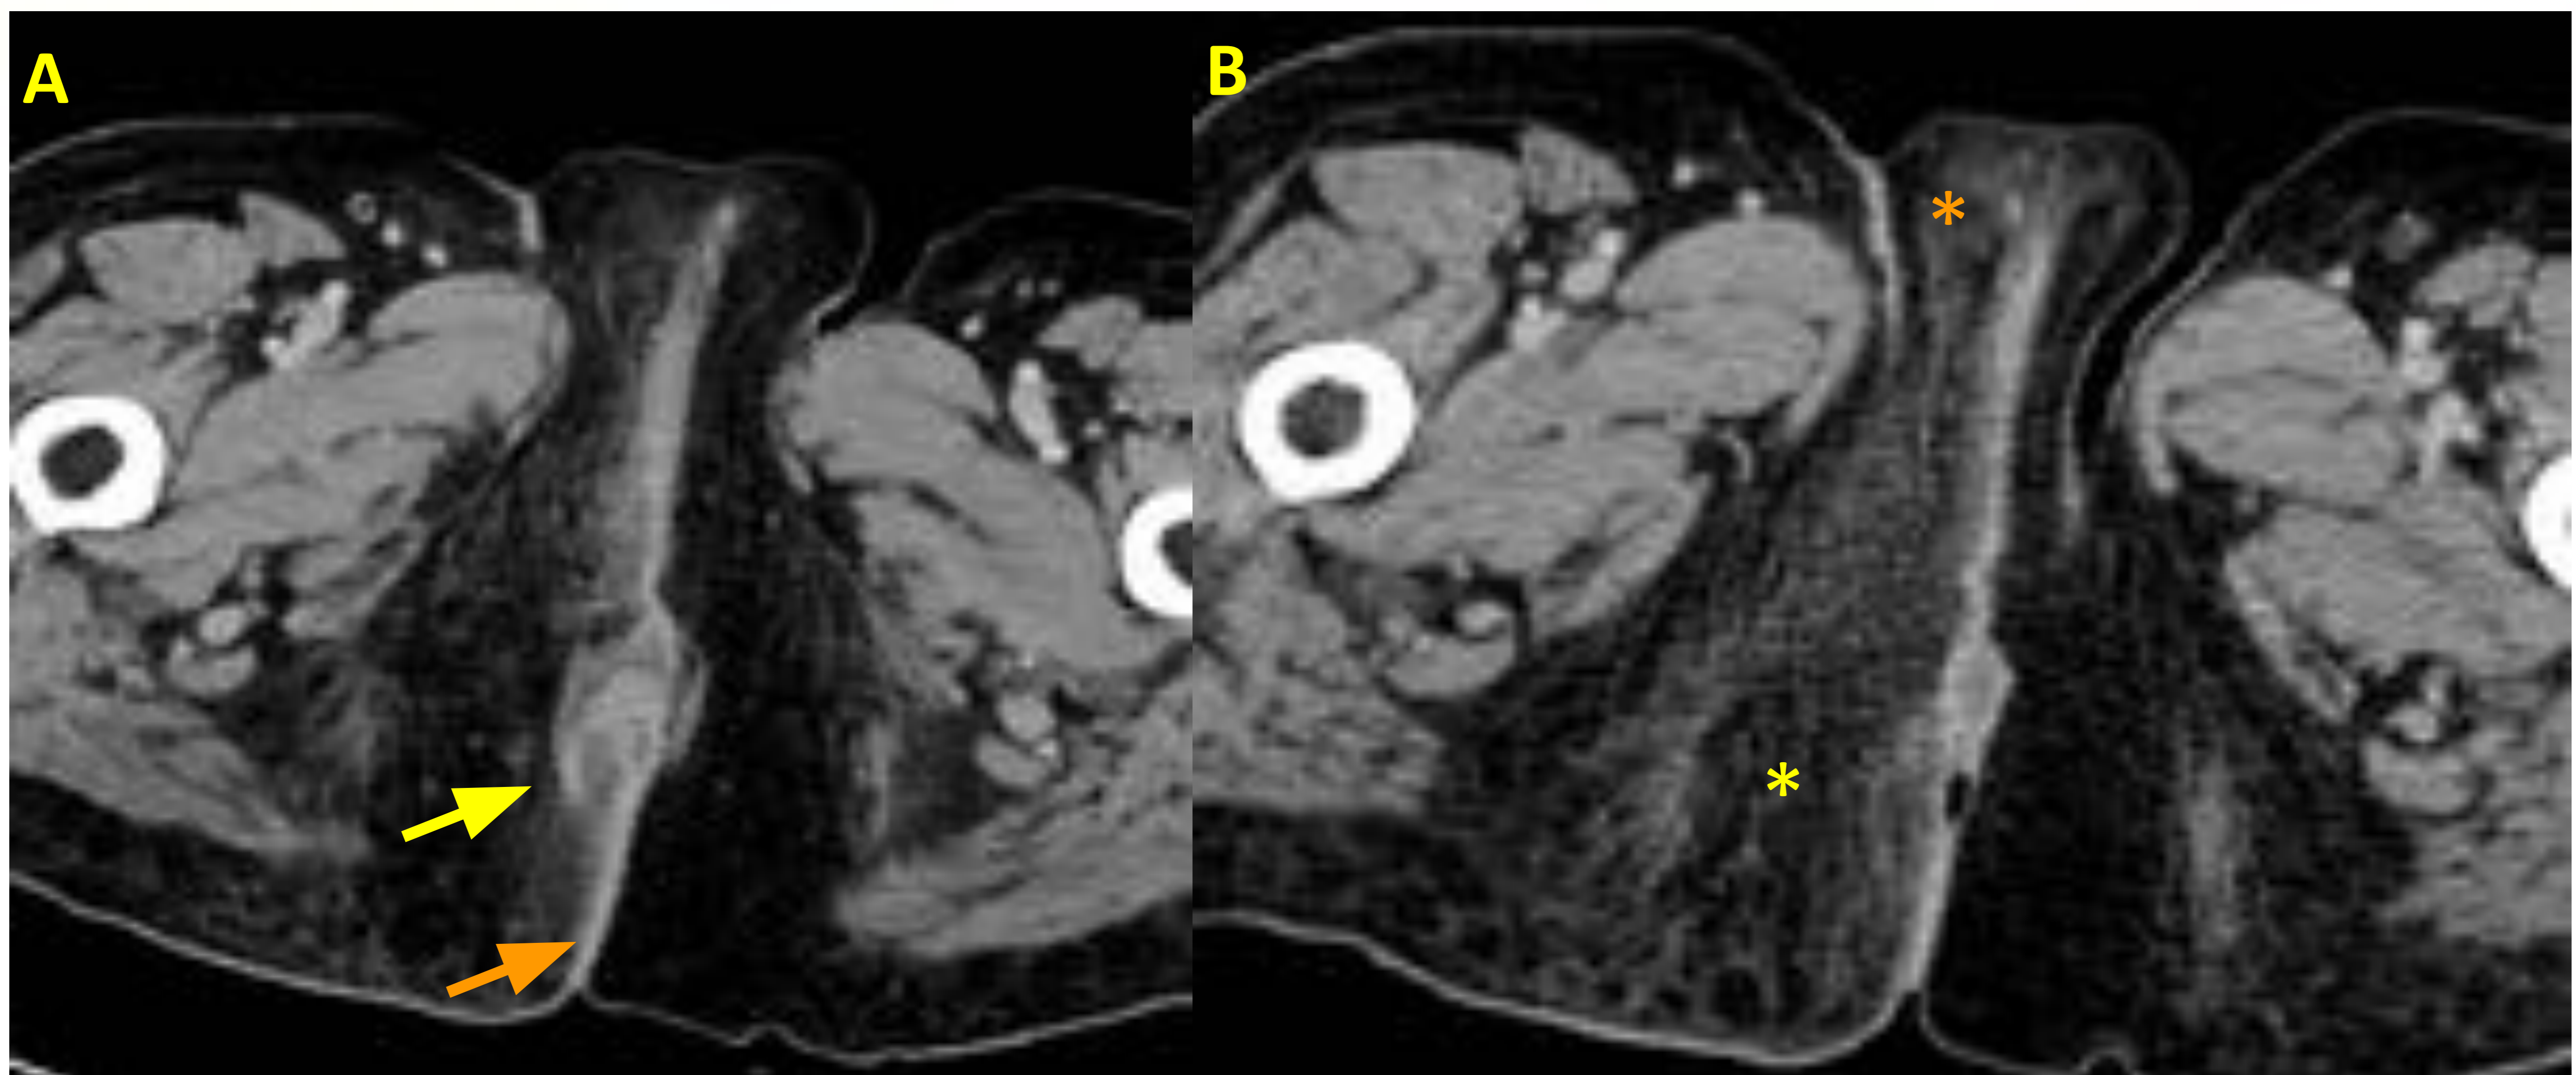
Absceso perianal. Cortes axiales de TC con contraste (A,B). Colección líquida de paredes engrosadas y realzantes, localizada entre las 6 y las 12 horas del espacio perianal (flecha amarilla) con afectación del pliegue interglúteo izquierdo (flecha naranja). Reticulación de la grasa adyacente (asterisco amarillo) extendiéndose dichos cambios inflamatorios hasta el labio mayor derecho (asterisco naranja)
